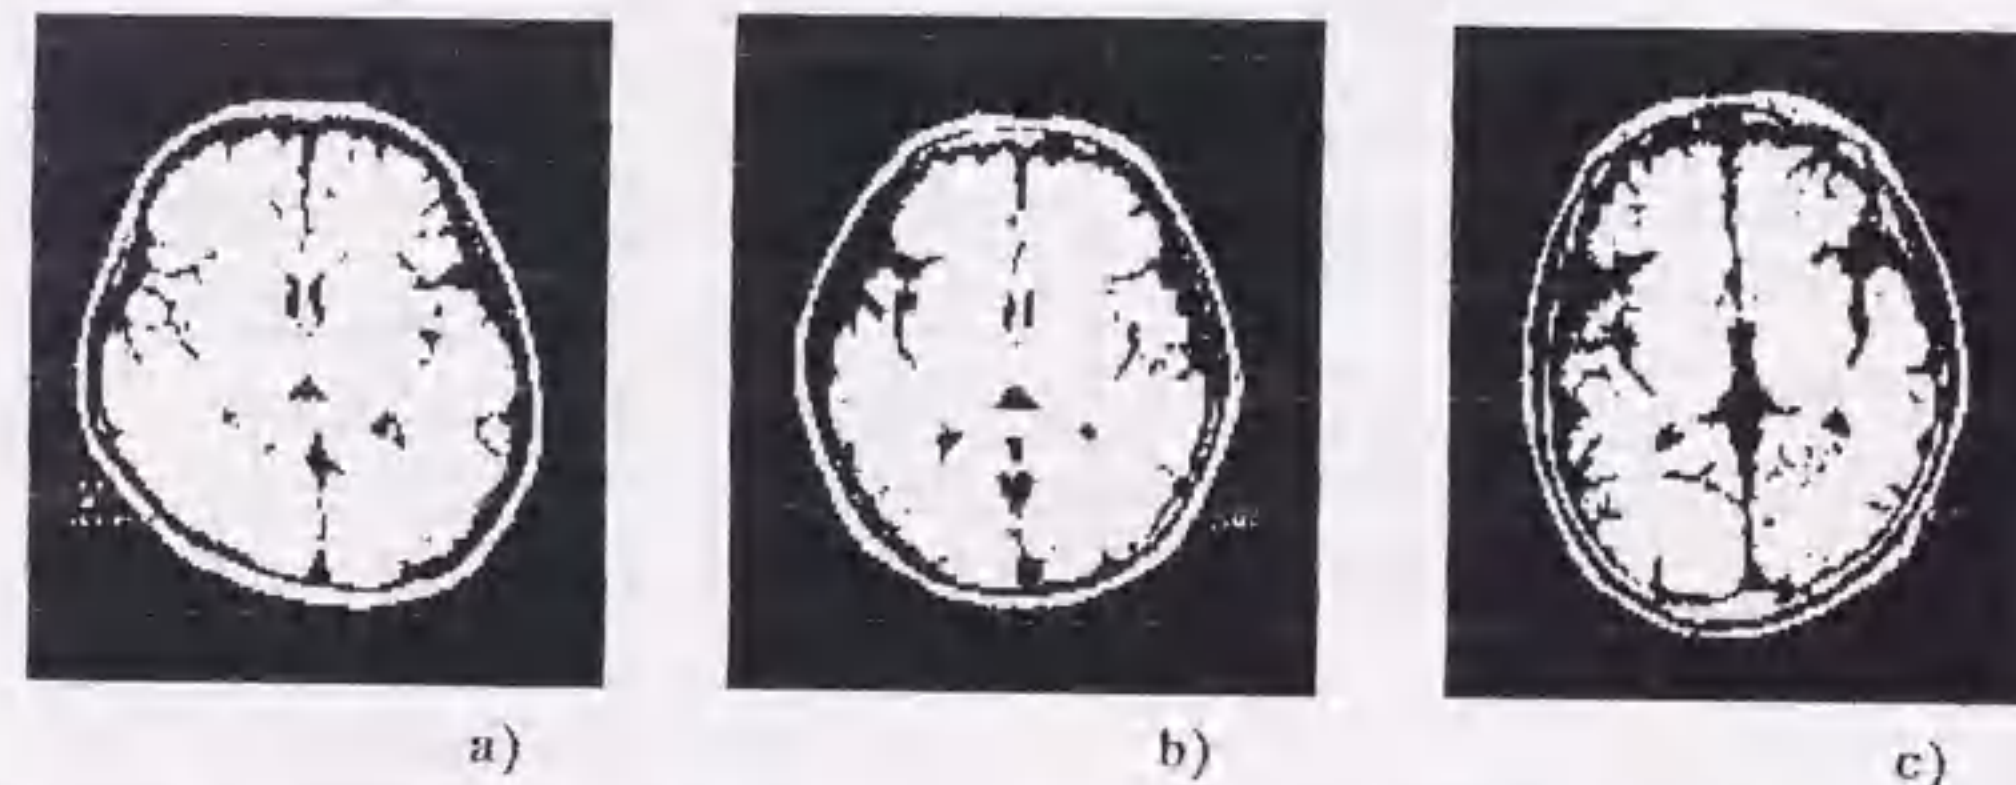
T1-weighted MRIs obtained at the levels of basal ganglia. b) Control (63, M). PHI is not shown. c) Patient (54, F) of liver cirrhosis with normal PMT. Moderate PHI is shown in this case. d) Patient (56, M) of liver cirrhosis with abnormal PMT. Considerably greater PHI is shown in this case.
